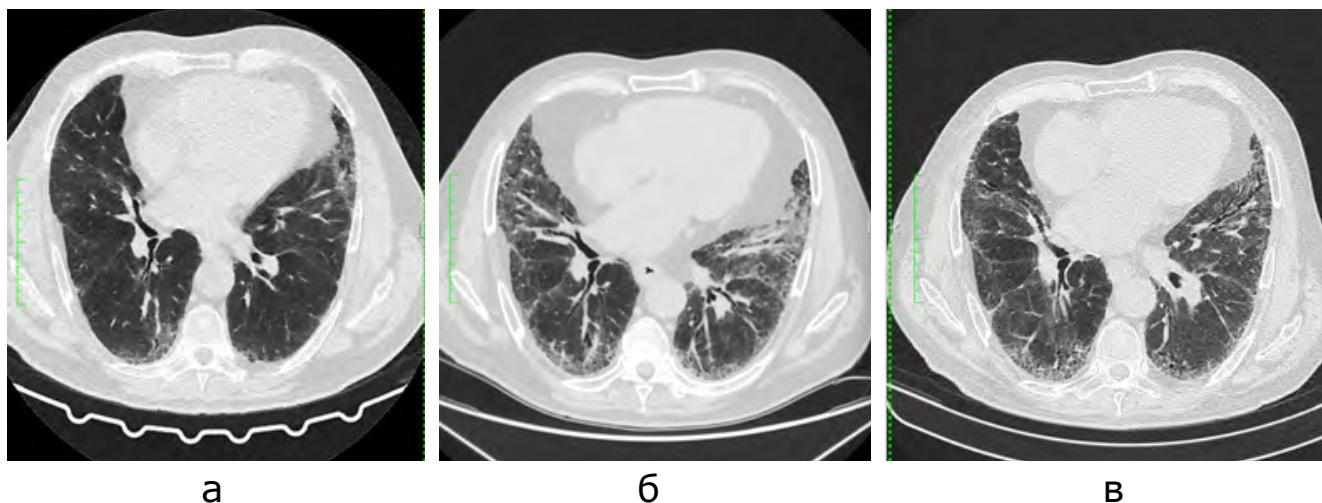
МСКТ ОГП аксиальные сканы (а-исходное сканирование, б-динамика через 3 года, в-динамика через 4 года). Паттерн вероятной ОИП с прогрессированием фибризирующего поражения у пациента с ССД.
